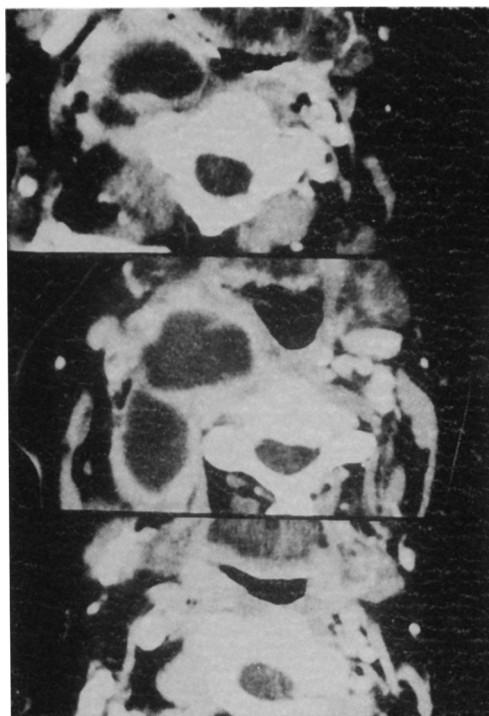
CT scan of retropharyngeal abscess with extension to parapharyngeal space
